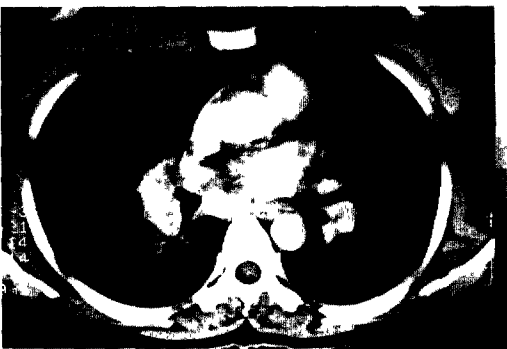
Chest CT scan shows multiple conglomerated lymph nodes in mediastinum and both hilar lesion.
